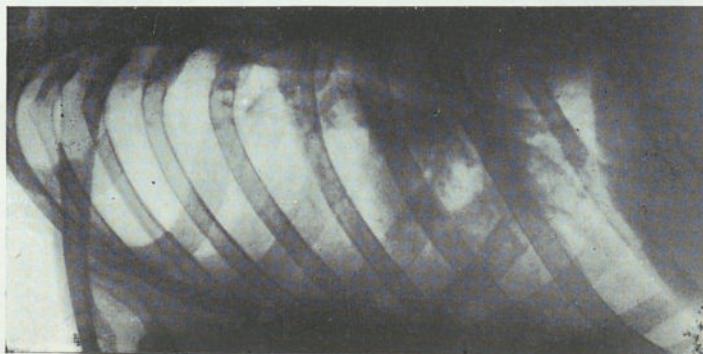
Radiografía del 19-I-39. Infiltado precoz con cavidad de localización paracardíaca.
